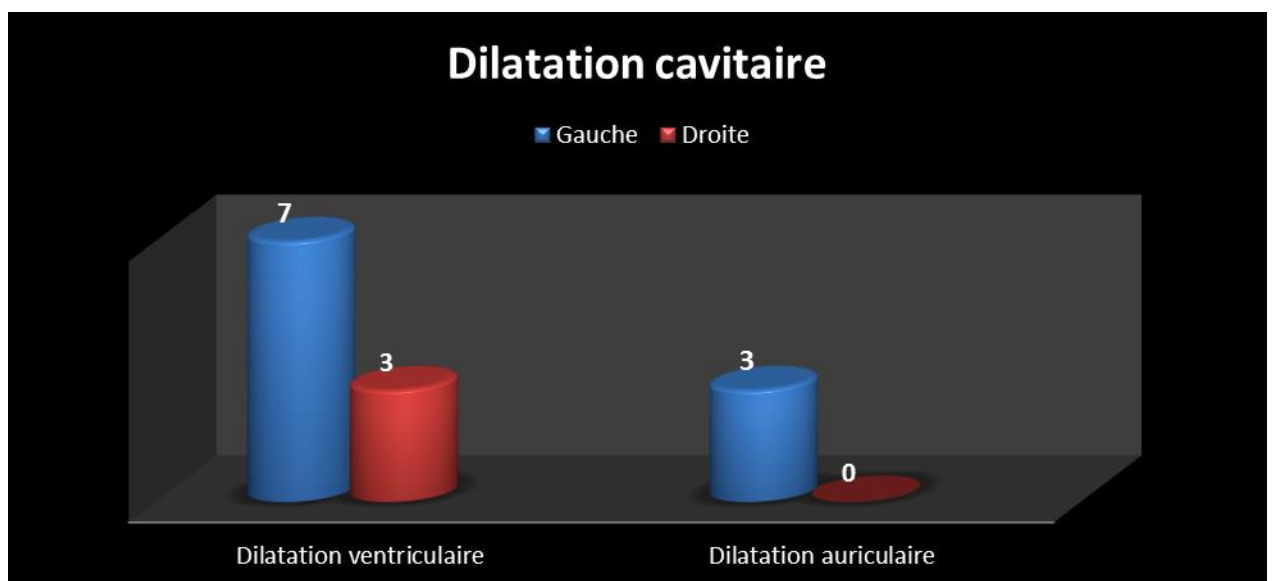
Dilatation cavitaire à l'échocardiographie.➤ L'hypertrophie ventriculaire :
